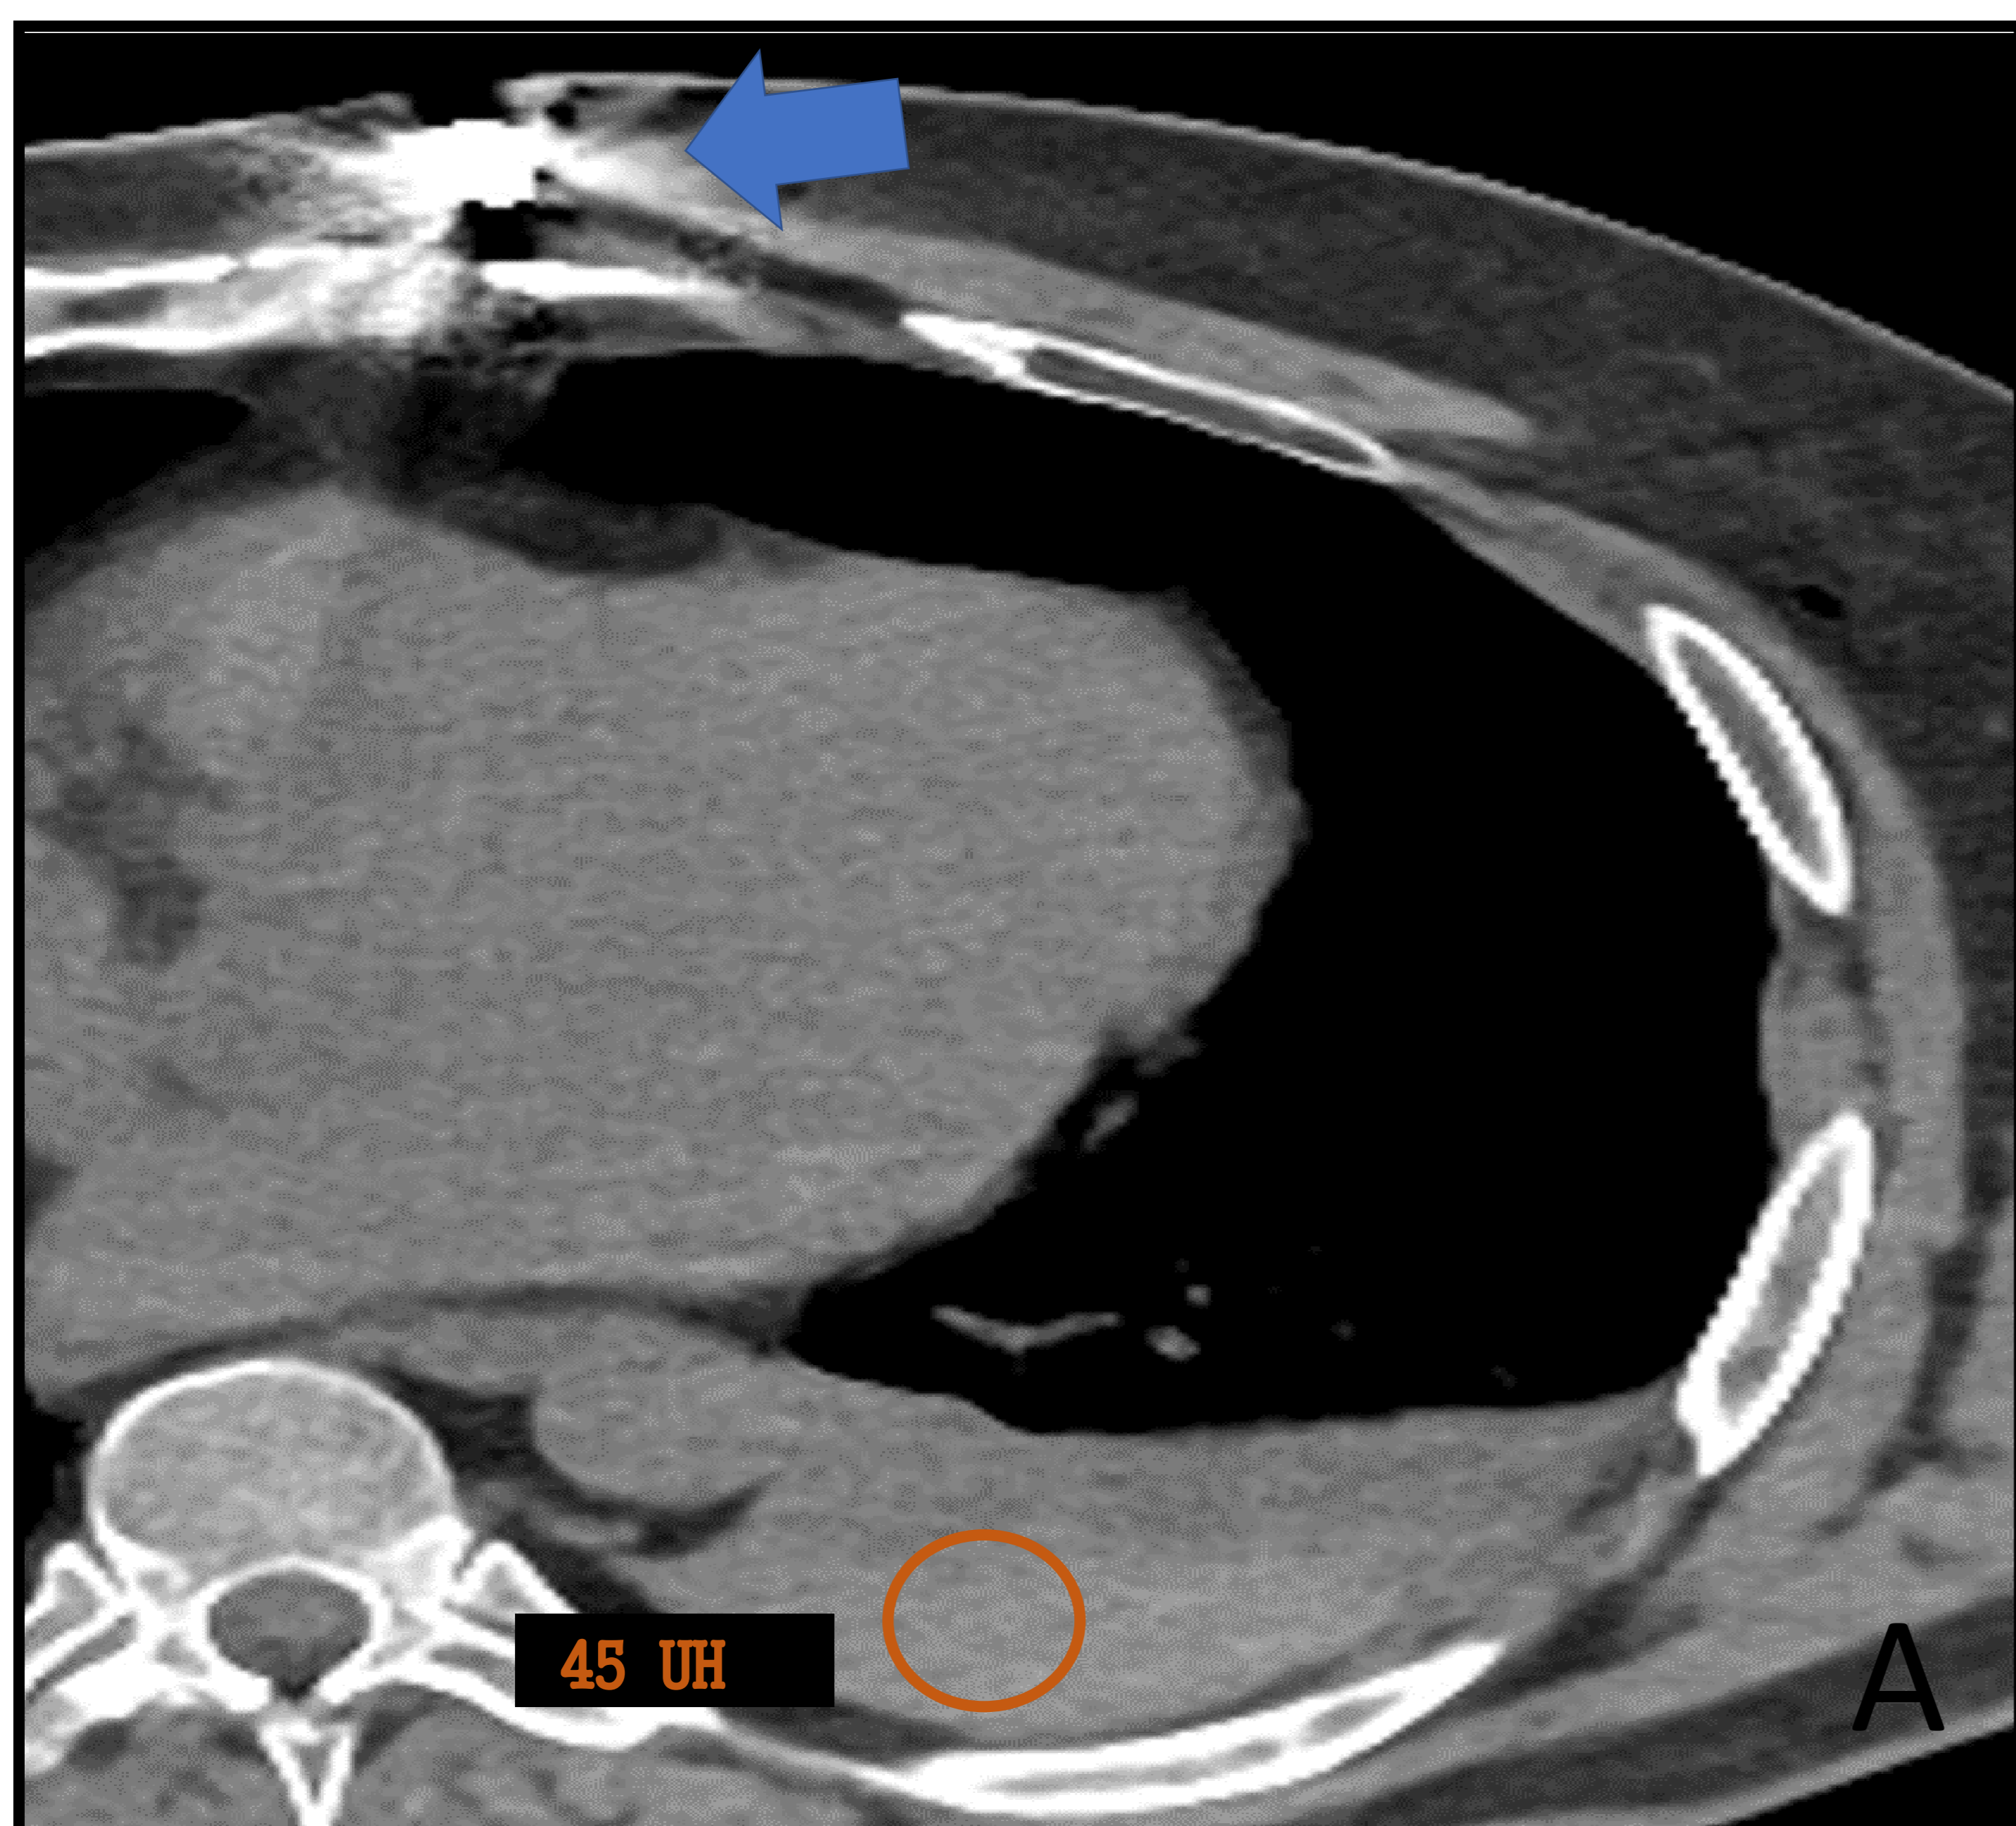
TC torácico basal en ventana de partes blandas (A) y ventana de pulmón (B), que muestran proyectil en pared torácica anterior (flecha) y derrame pleural izquierdo espontáneamente hiperdenso en relación con hemotórax (45 UH). En ventana de pulmón se observa laceración (punta de flecha) con pequeño neumotórax anterior.
